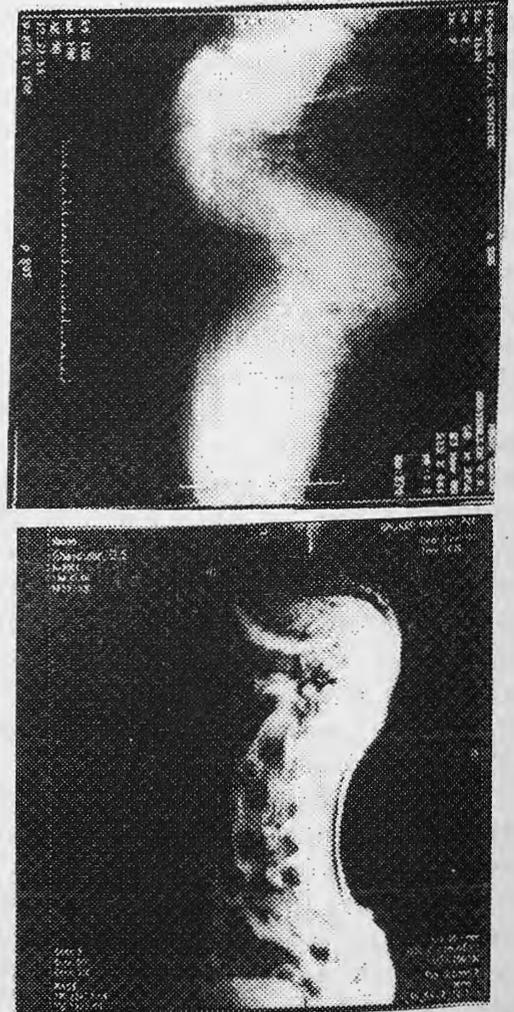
Больной Ш., 50 лет. МР-томограмма, сагиттальный срез позвоночника. Посттравматический кифоз грудного отдела.
